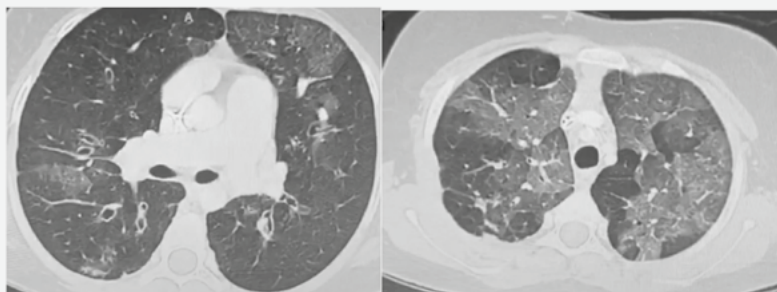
Tomografía axial computarizada con medio de contraste 4 meses previo a trasplante.
